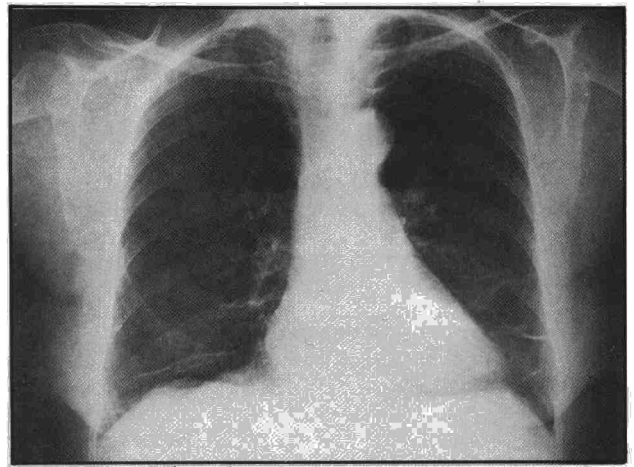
Radiografía a los ocho meses de suspender la amiodarona.
